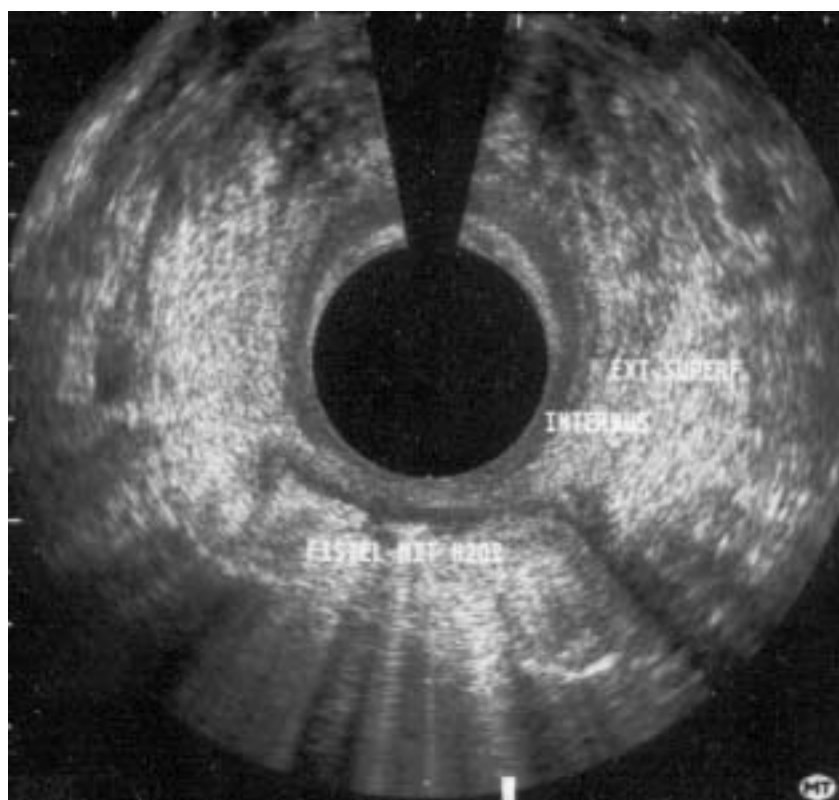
Endosonographische Darstellung einer intersphinkteren Fistel von 5-8 Uhr SSL
